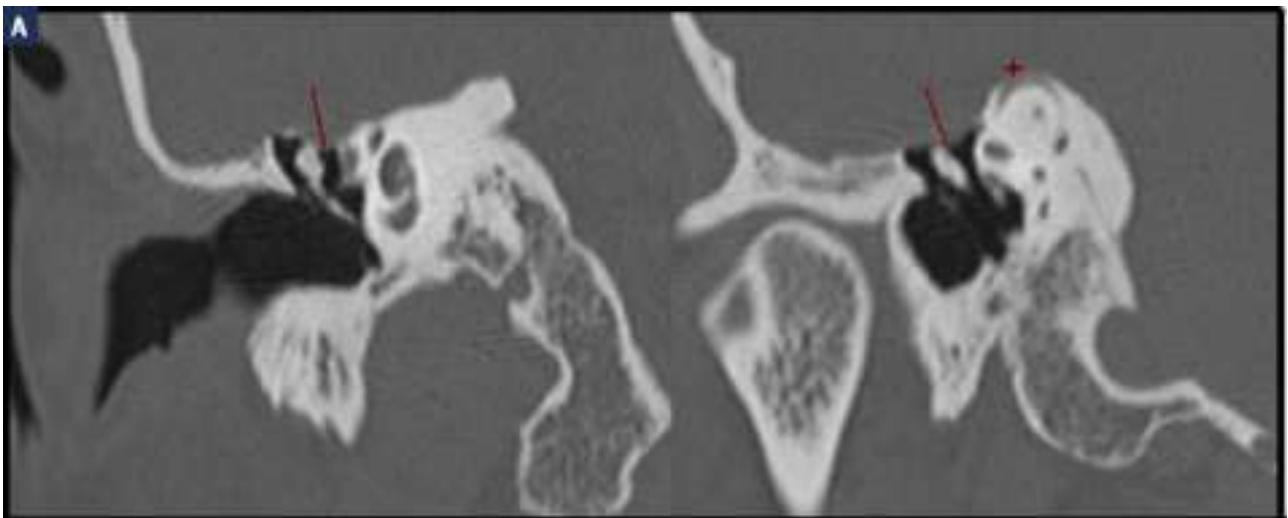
Femme de 63 ans présentant un syndrome de Minor droit typique. TDM coronale (à gauche) et dans le plan de Poschl (à droite) montrant la découverte du tegmen et du canal semicirculaire CSC supérieur (étoile) avec ptose des parties molles au contact de la tête du marteau (flèche)[189].
